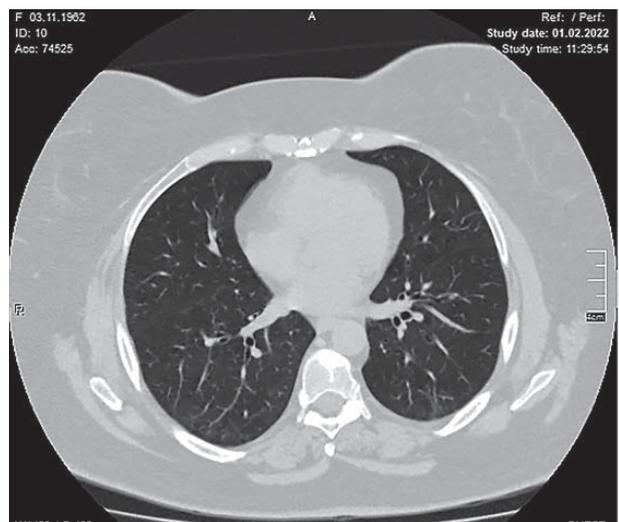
КТ ОГК хворої К. (через 1 міс) на тому самому рівні. Аксіальний зріз
